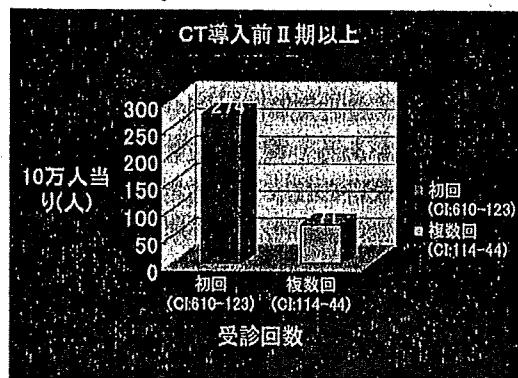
CT導入前(A群) II期以上初回複数回別発見率比較
